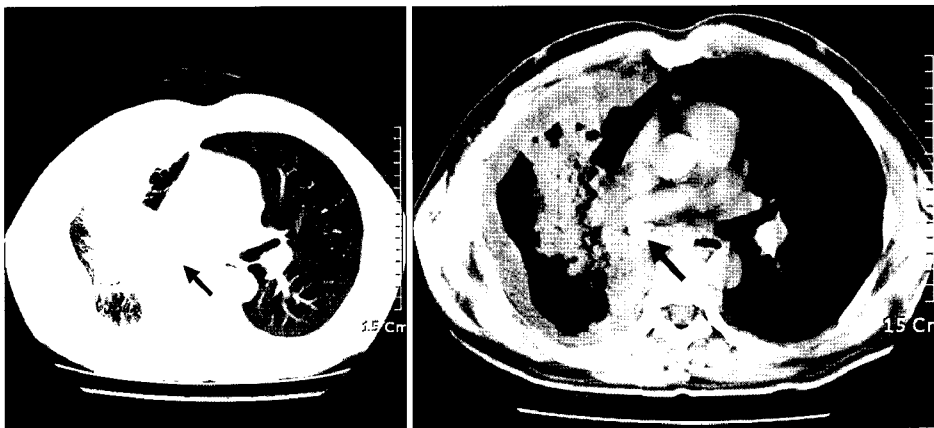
Chest CT showing collapse and consolidation of the right middle and lower lobes due to foreign body (arrow) in the bronchus intermedius.
